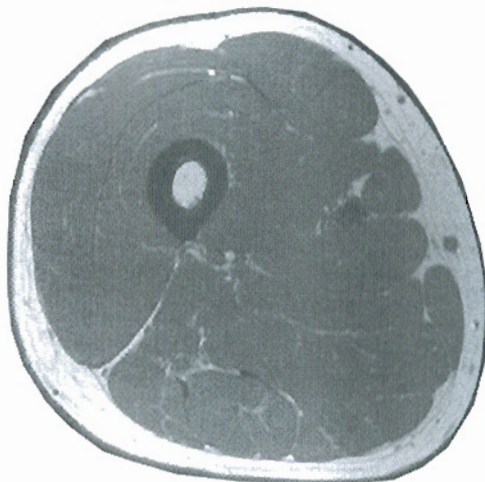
• Corte transversal del muslo que pasa por el conducto aductor (lado derecho, segmento superior del corte) (v. pág. 550) y corte correspondiente de RM in vivo.
